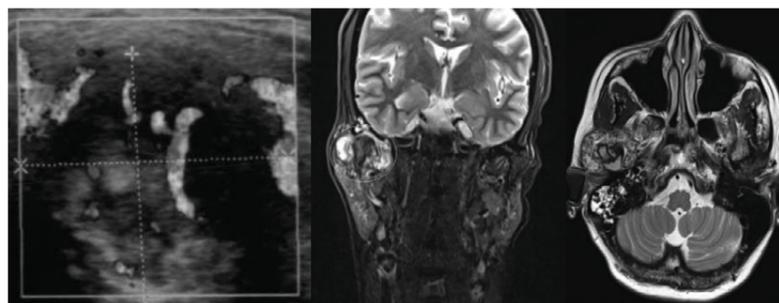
CW-Ultraschall-Aufnahme (links) mit Darstellung der Hyperperfusion der unklaren Raumforderung (Pfeil). T2-gewichtete MRT-Aufnahmen auf Höhe des rechten Kiefergelenkes mit (Mitte koronal, rechts axial) mit Darstellung der hyperintensiven Raumforderung.
